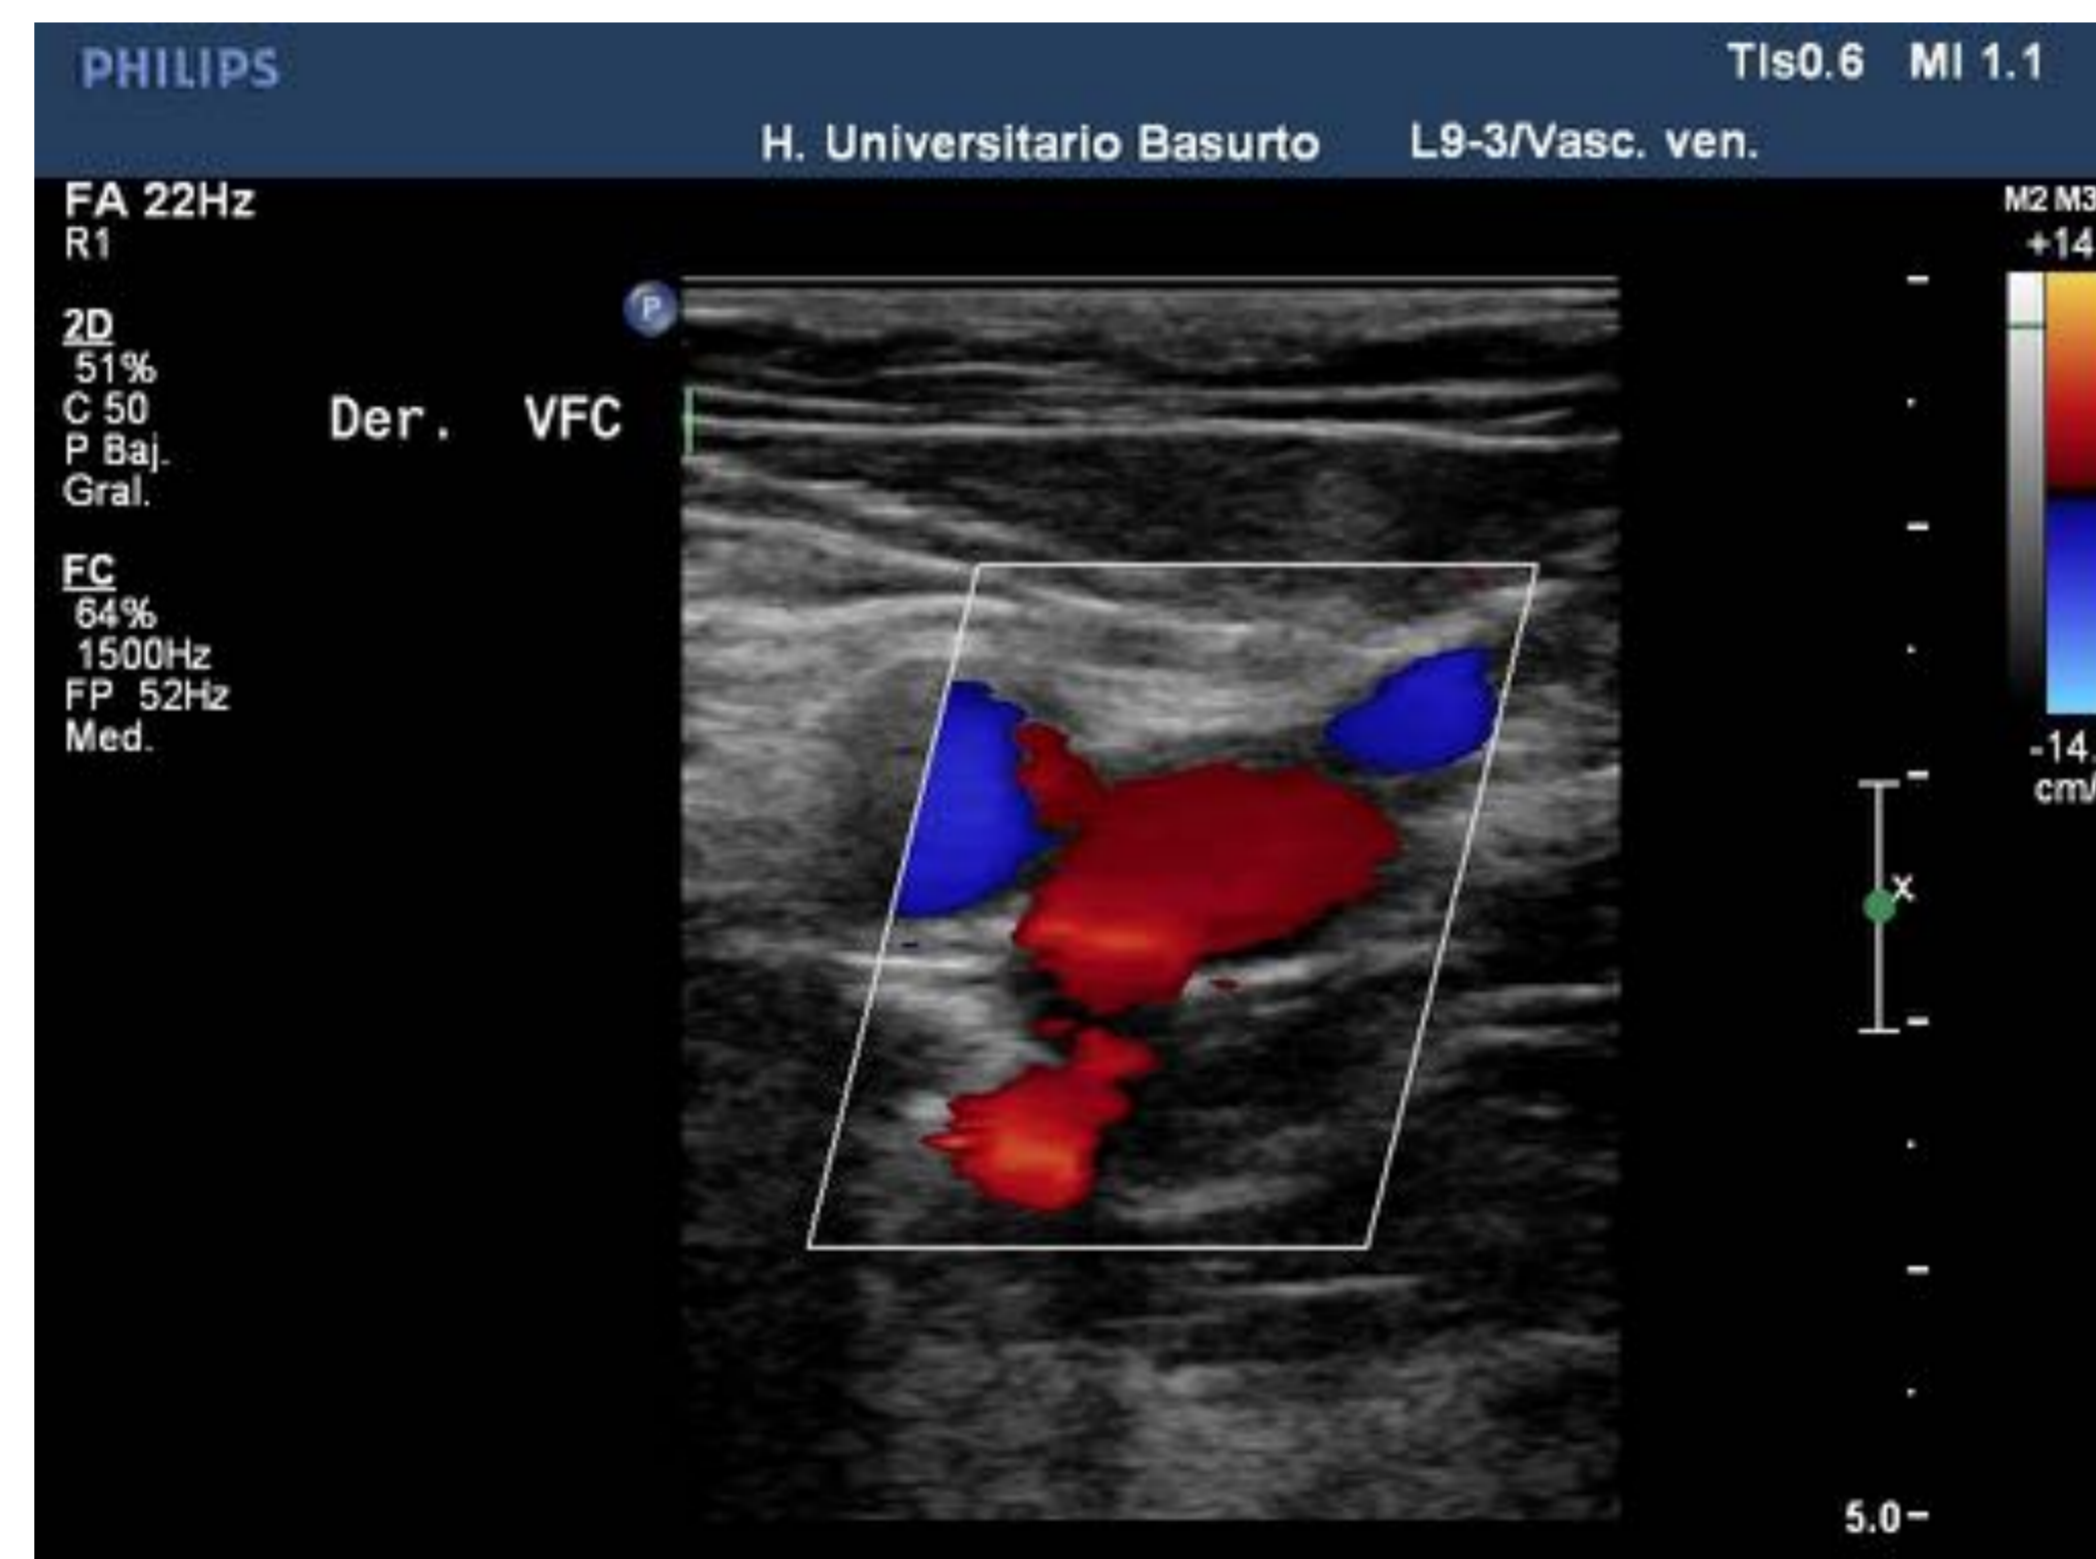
Ecografía doppler color de unión safenofemoral derecha en la que se observa flujo normal.
